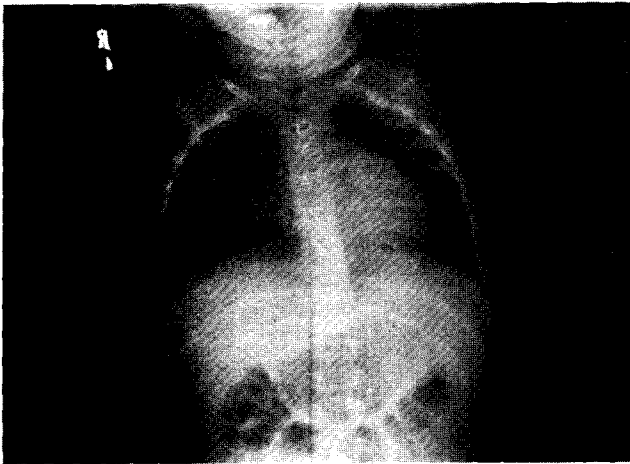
Postoperative chest roentgenogram showing complete aeration of the left lung.
